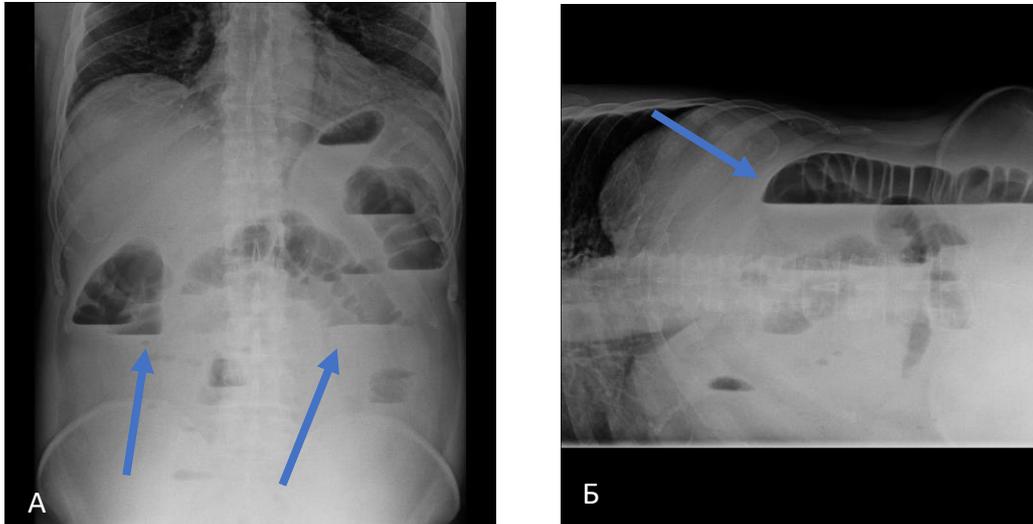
(А и Б) Рентгенологические признаки кишечной непроходимости. (Стрелками указаны уровни жидкости)
